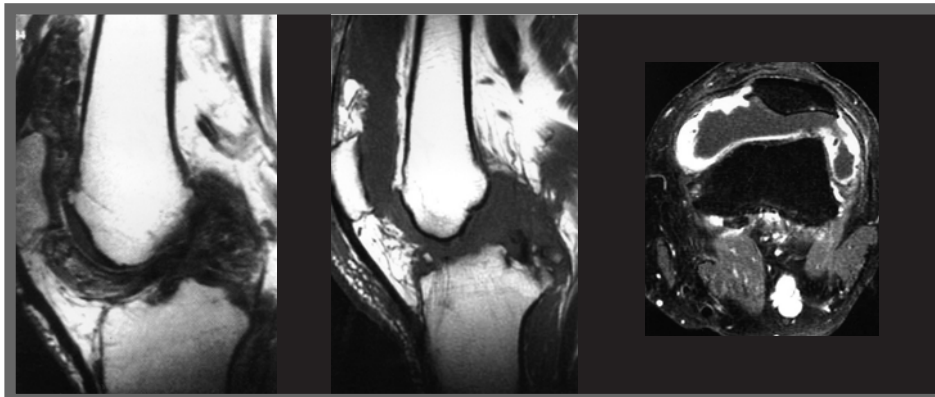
Différents aspects IRM d'une forme diffuse des SVN du genou, noter la présence des images tissulaires lésionnelles au niveau des articulations fémoro-patellaire, fémoro-tibiale, le long et en arrière du tendon quadricipital, en arrière de l'échancrure intercondylienne
